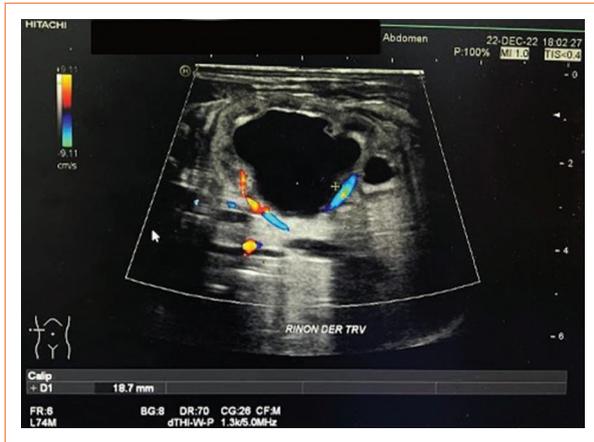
Ultrasonido renal de recién nacido de término de sexo masculino, 5 días de vida extrauterina. Riñón derecho corte transversal: mide 59 x 26 x 35 mm, ectasia de pelvis derecha. Conclusión: hidronefrosis derecha grado IV.
